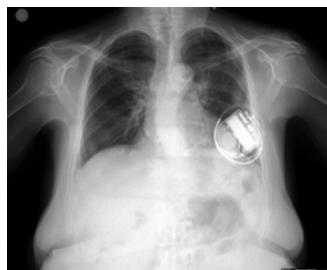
Chest radiograph showing the coiling of the right ventricular lead around the pulse generator of an implantable cardioverter defibrillator.
